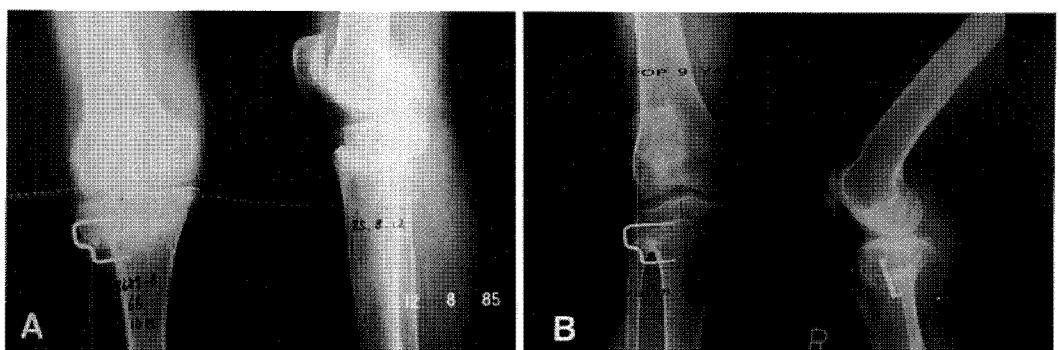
A and 2-B. At Postoperative 10 months and 9 years, follow-up radiographs showed no change of tibofemoral angle at valgus 8 degrees.
